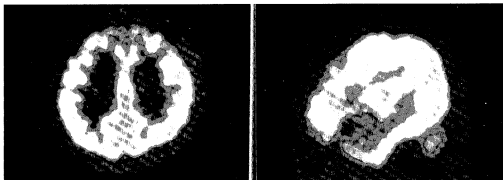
The 18-FDG brain PET shows hypometabolism of a) both frontal lobes and b) right frontal and anterior temporal lobes.
